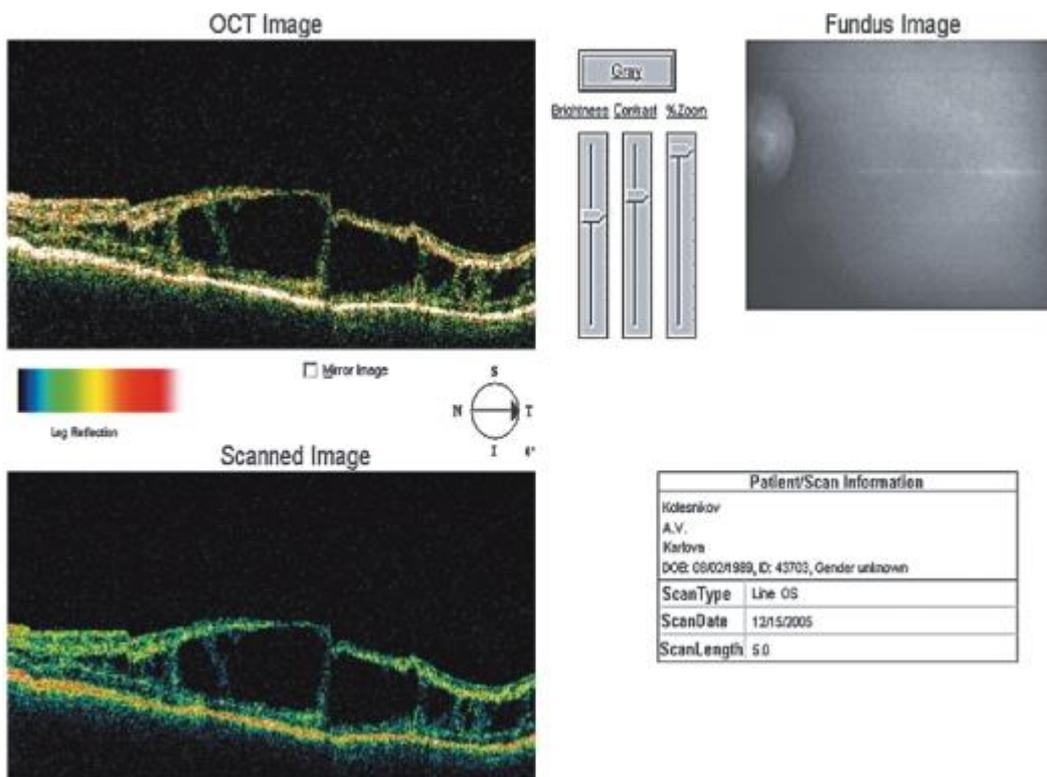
Оптическая когерентная томограмма макулярной области при X-хромосомном ретиношизисе
